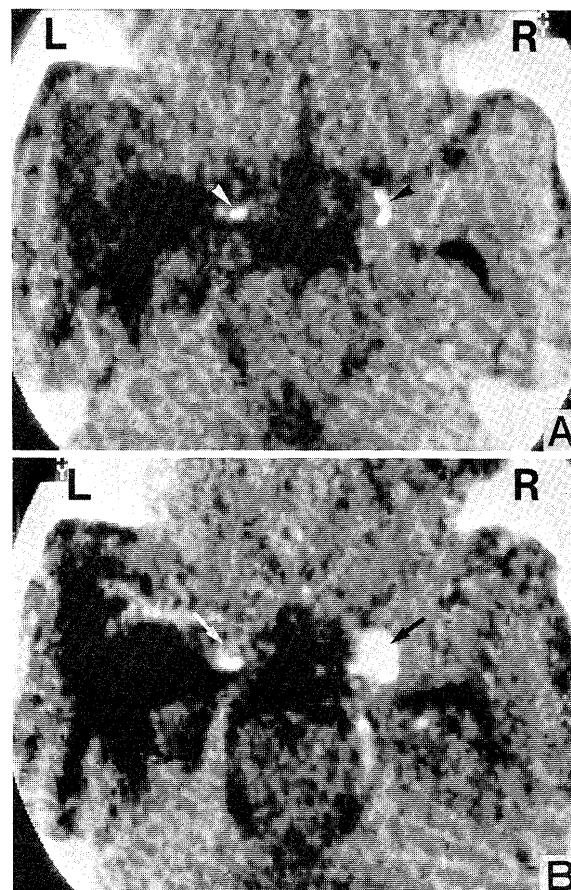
CT from the first admission, showing localized, small, high density nodules (arrowheads) bilaterally at the edges of the basal cistern (A). Inside these nodules are noted round contrast medium enhancements (arrows), which suggest cerebral aneurysms (B).
